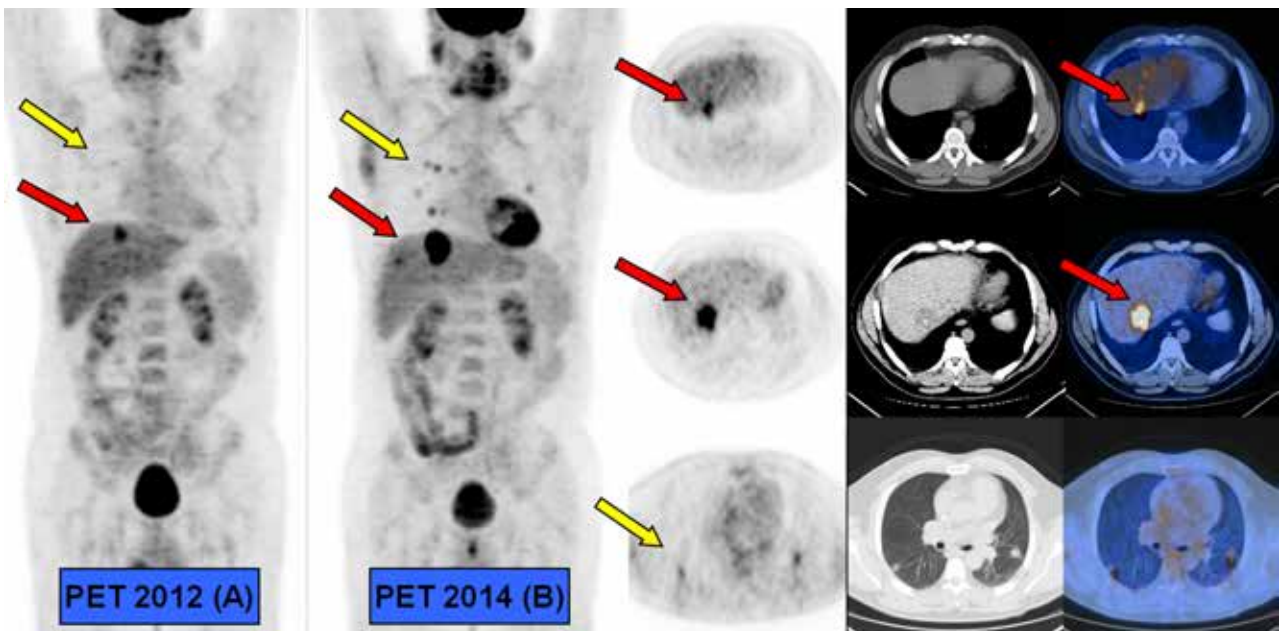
Hombre de 47 años, CA de recto con metástasis hepáticas (flechas rojas) y pulmonares (flechas amarillas) al momento del diagnóstico (2011). Neoadyuvancia con quimioterapia (Qt) y cirugía (2012). PET inicial luego de la cirugía (A). Continuó con Qt adyuvante. PET de control post tratamiento (B): Progresión de Enfermedad.
